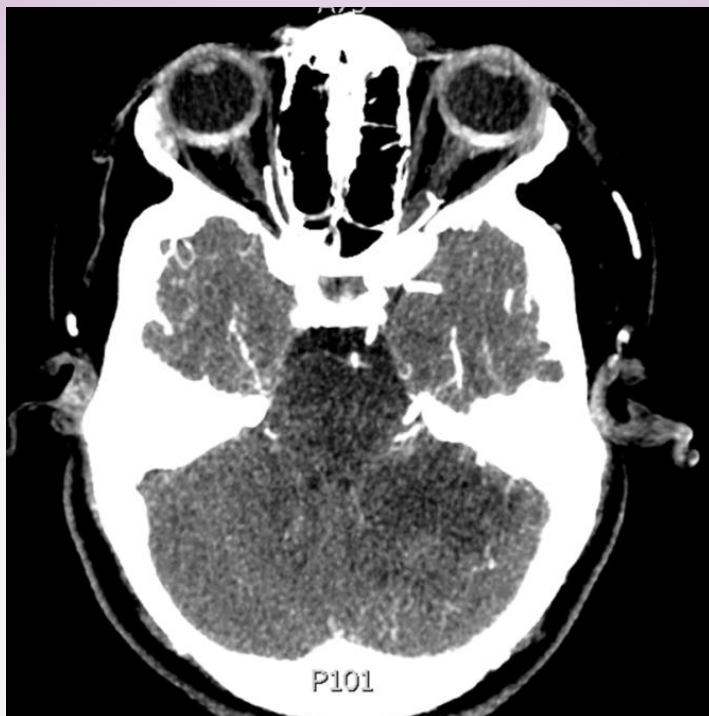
Angiotomografía de vasos intracraneanos, corte axial. Se visualizan áreas hipodensas parenquimatosas compatibles con lesiones isquémicas en etapa aguda–subaguda en la región superior del hemisferio cerebeloso izquierdo y en región ponto mesencefálica.
